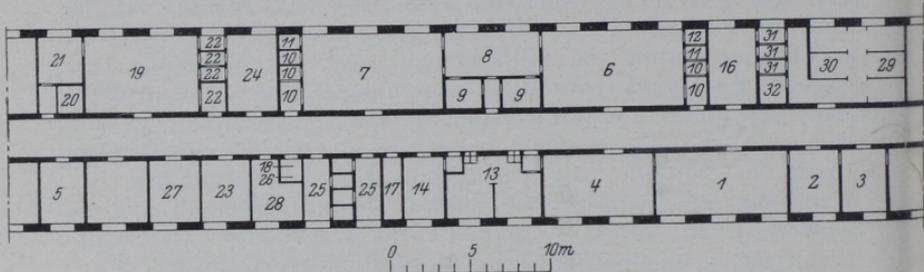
Strahlenabteilung für ein Krankenhaus mit etwa 200 Betten mit eigenem Radiologen. Neben den gemeinsamen Räumen besteht eine Röntgendiagnostikabteilung und eine Abteilung für Strahlentherapie, anschließend daran eine Abteilung für Diathermie- und Lichtbehandlung.
